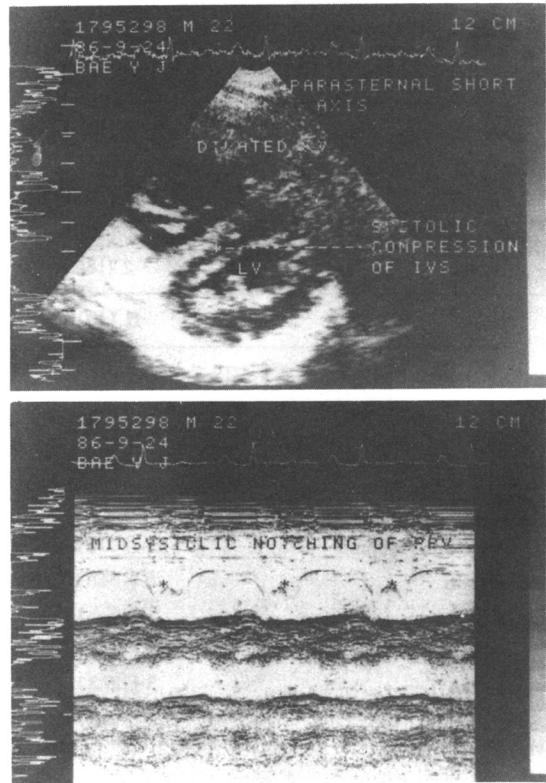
Echocardiography shows right ventricular enlargement and attenuation of the a dip and midsystolic notching (case 8).
